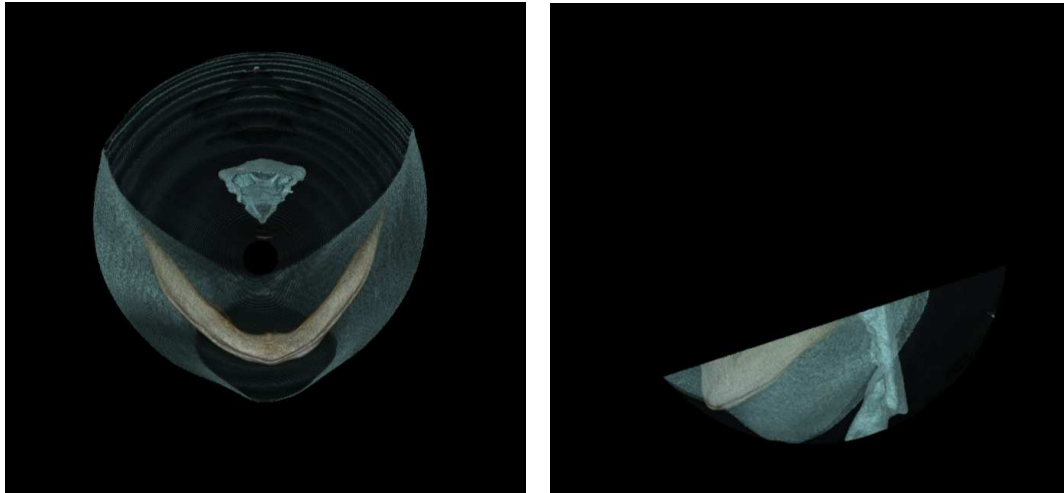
Measurement of CBCT image at the level of IAS.
